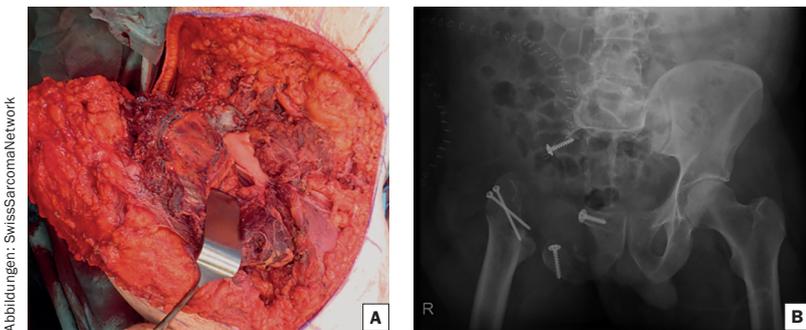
A) zeigt den intraoperativen Situs mit den Trevisa Bändern, welche vertikal vom Sacrum über den Femurkopf gespannt werden, sowie horizontal vom Pubis zum Ischium, um eine Art Aufhängung zu erzielen; B) zeigt das postoperative Röntgenbild.
